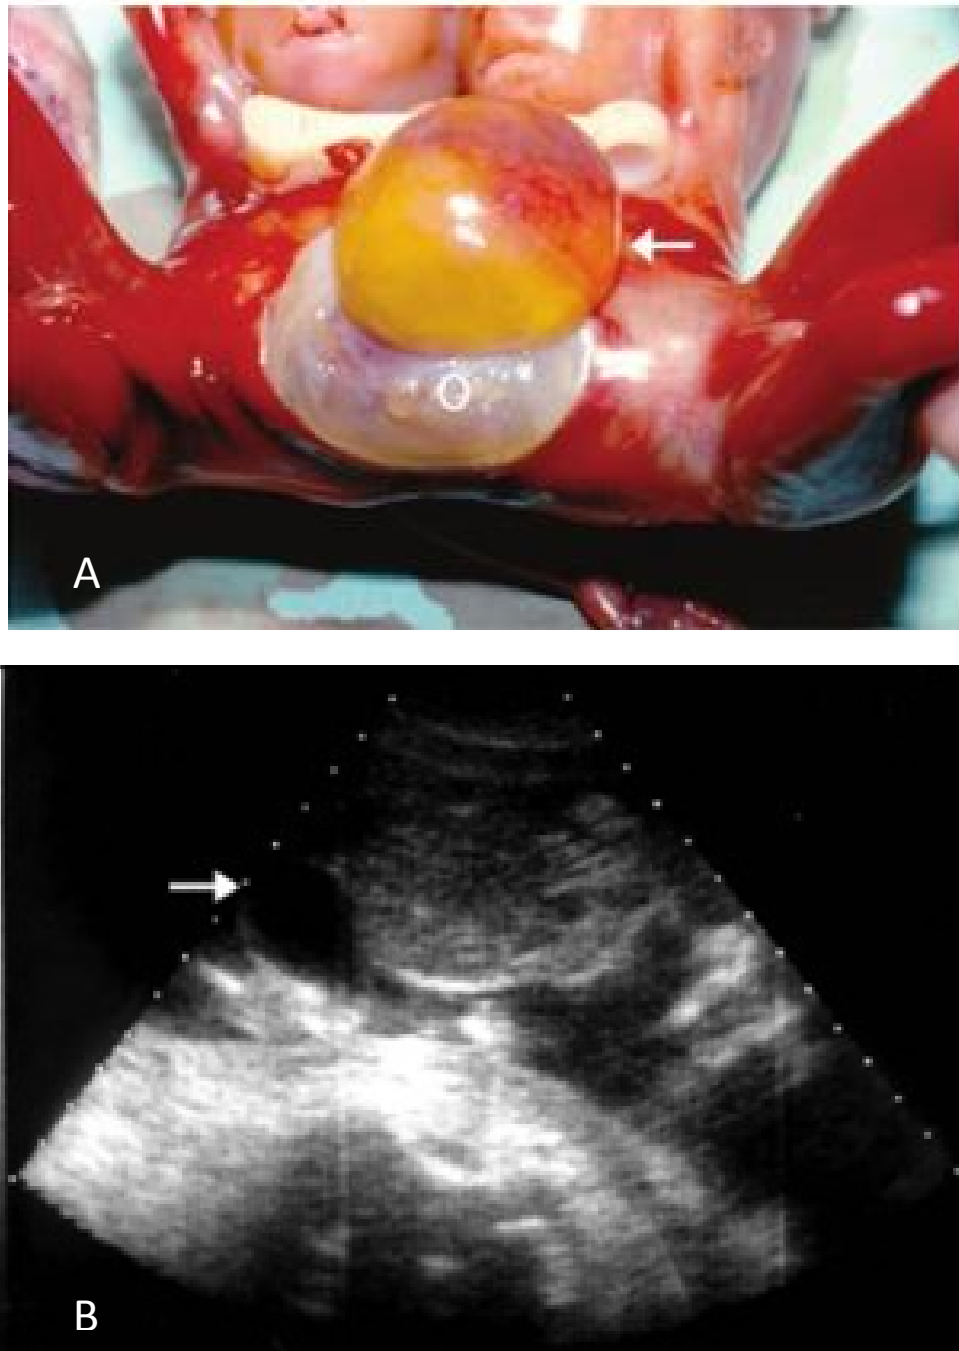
a) jumeaux thoraco omphalopages associés à une omphalocèle (O) et un kyste du cordon ombilical (flèche). b) échographie à 19 SA montrant un kyste du cordon ombilical (flèche) autour de l'omphalocèle [79].
